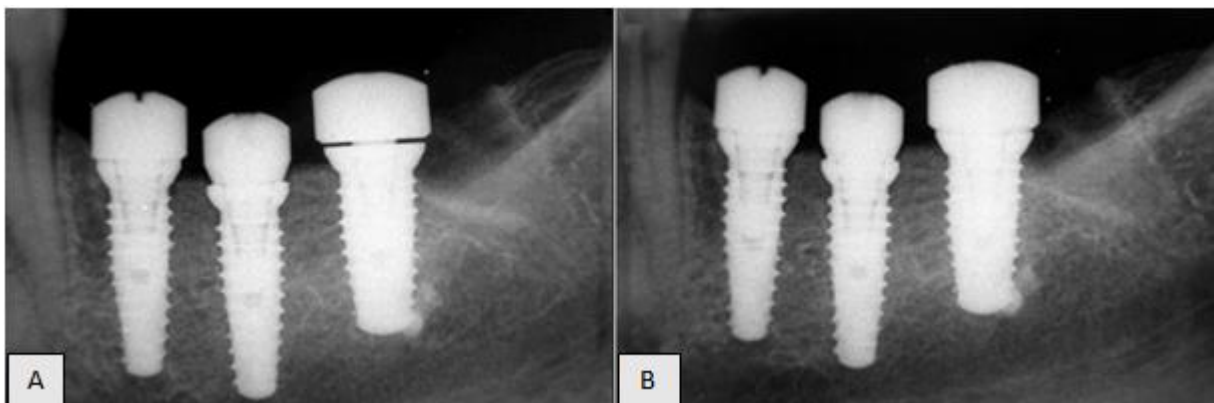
A : Radiographie d'un implant avec une assise incomplète du pilier de cicatrisation.
